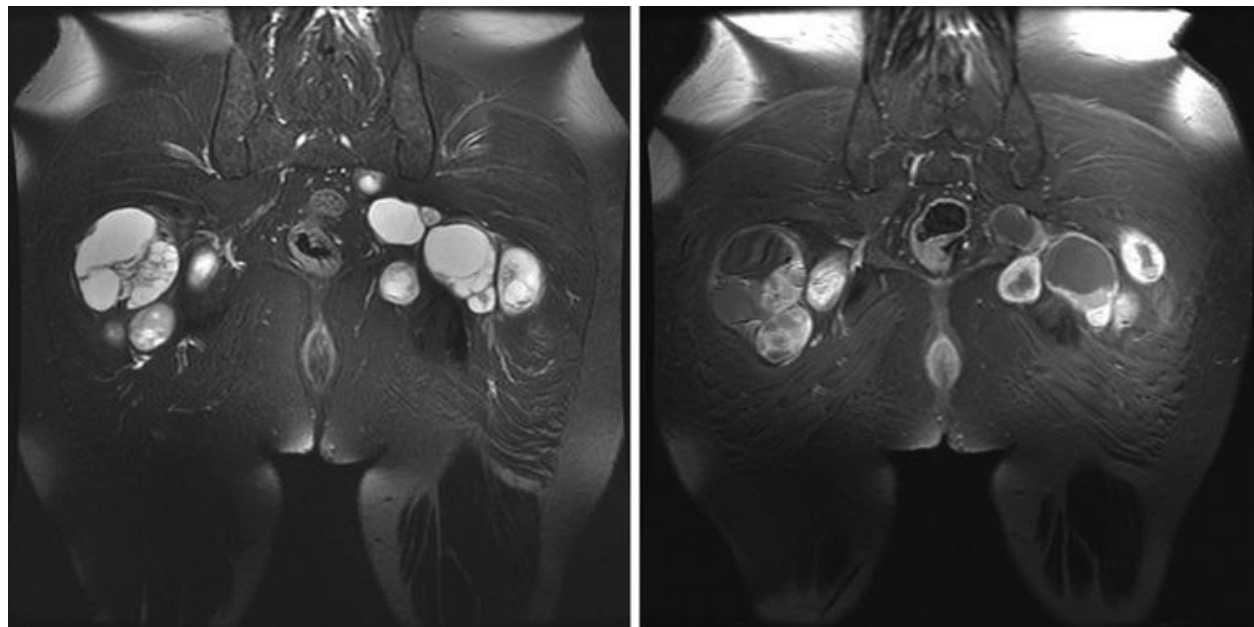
Resonancia magnética de un paciente con schwannomatosis. Se observan áreas hiperintensas correspondientes a las múltiples lesiones.³⁰
